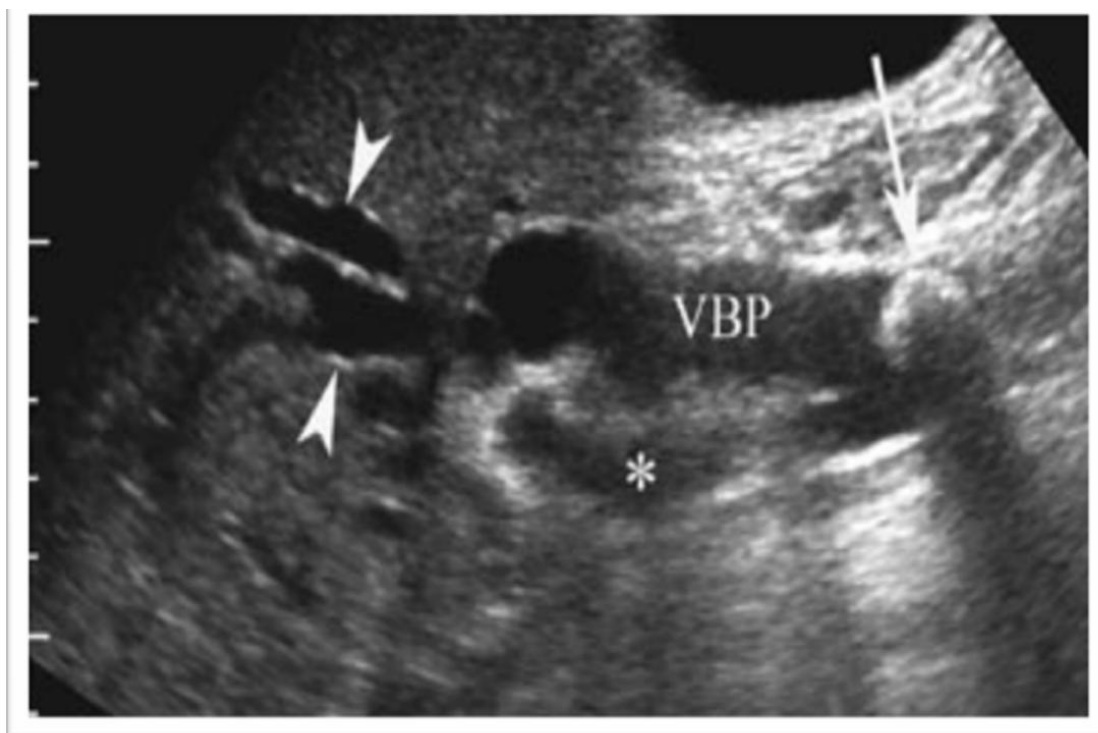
Gros calcul de la voie biliaire principale à l'échographie
